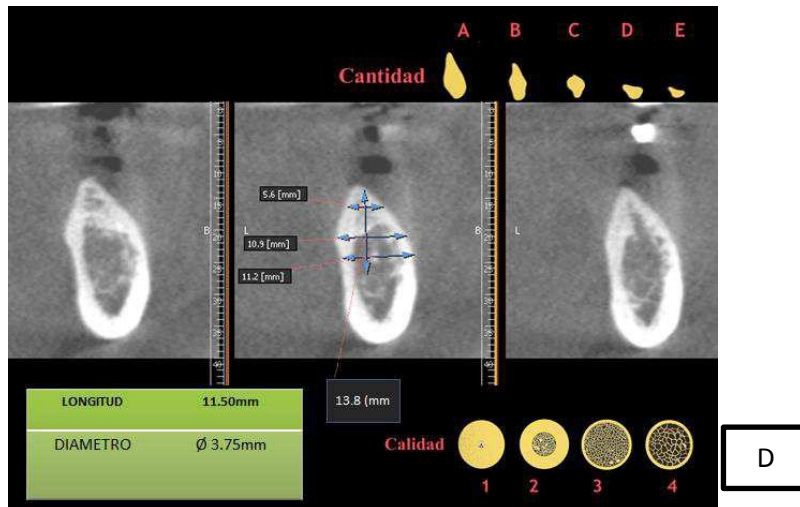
evaluación del corte tomografico, clasificación ósea de Lekholm y Zard y clasificación de Mish. 25A para el implante en la posición de la pza. 2.4 longitud propuesta 13mm diámetro 3.75mm. 25B para el implante en la posición de la pza. 3.5 longitud propuesta 11.5mm diámetro 4.20mm. 25C para el implante en la posición de la pza. 4.6 longitud propuesta 10mm diámetro 3.75mm. 25 D para el implante en la posición de la pza. 4.7 longitud propuesta 11.5mm diámetro 3.75mm
